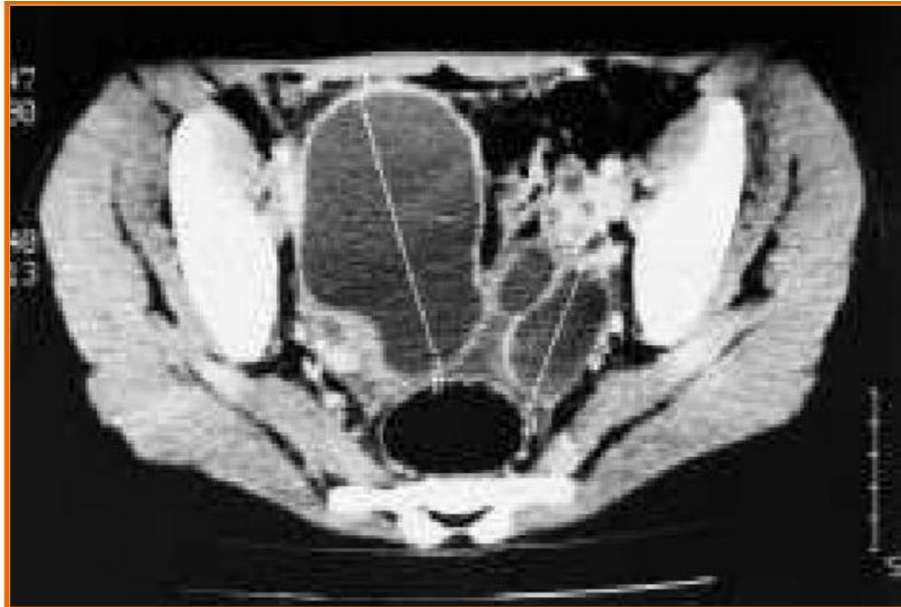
TDM pelvienne montre des formations kystiques cloisonnées Bilatérales des deux ovaires. (55)
